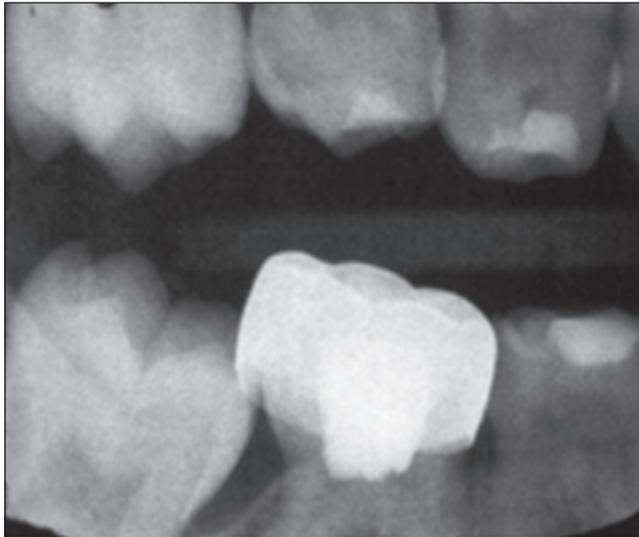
Ретенция постоянного моляра из-за некачественной обработки дистальной стенки молочного зуба: внутриротовая рентгенография
